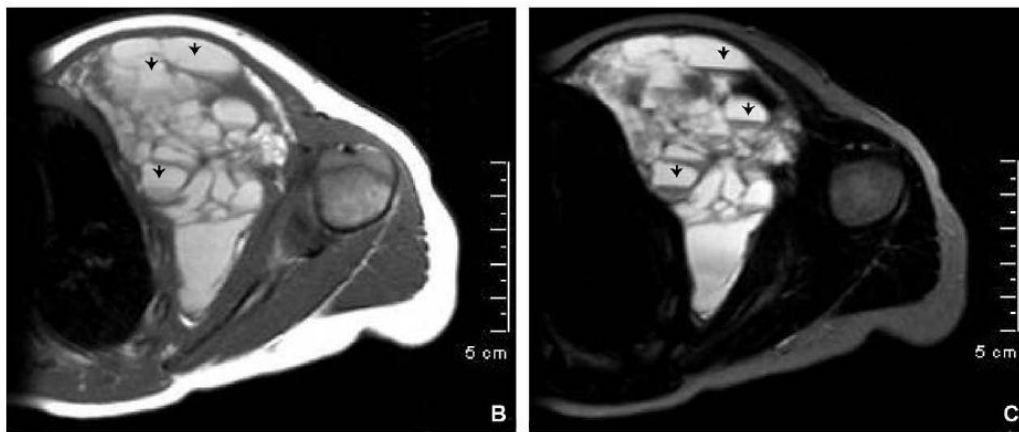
IRM pondérée T1 (B) et T2 fat-sat: aspect typique de multiples logettes liquidiennes séparées par de fines cloisons. certaines logettes présentent un niveau du liquide-liquide (pointes de flèches) attestant d'une hémorragie intrakystique. les rapports anatomiques et l'absence de composante intrathoracique sont bien montrés[50].
